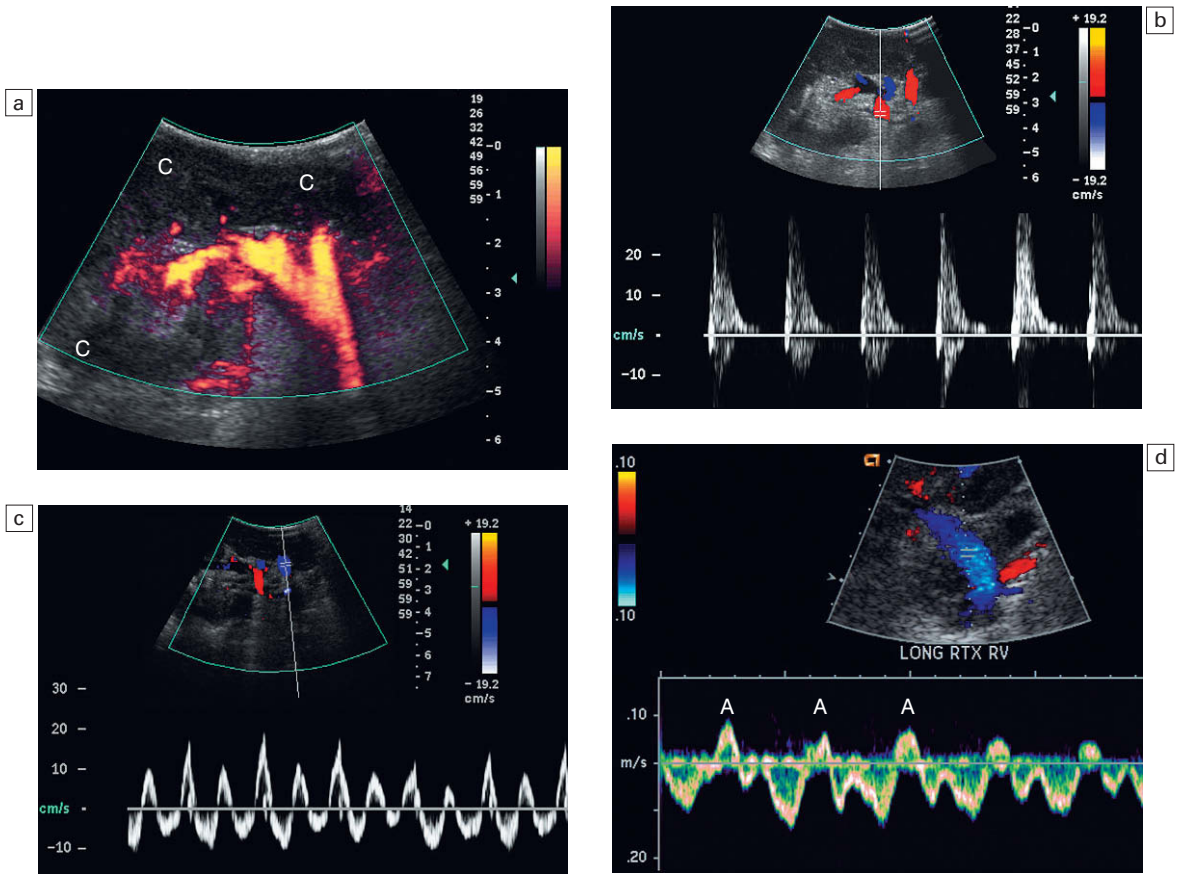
Imágenes longitudinales de Doppler energía, color y espectral en este receptor de un trasplante renal con niveles de creatinina en rápido ascenso. a) La imagen de Doppler energía muestra flujo central dentro del hilio renal, pero ausencia de flujo en la cortical (C) o medular. Se sospechó microtrombosis. b) El trazado del Doppler espectral de la arteria muestra una repentina punta en la sístole y una práctica ausencia de flujo durante la diástole. c) La forma de onda del espectro Doppler de la vena renal muestra un patrón no habitual adelante y atrás. Al sumar el área bajo el trazado por encima y por debajo de la línea base se hace evidente que el flujo anterógrado total es muy escaso. Debido a la trombosis microvascular, el flujo dentro de la vena se encuentra sencillamente estancado y moviéndose adelante y atrás en respuesta a los cambios de presión intrarrenales entre sístole y diástole y a los cambios de presión en la vena cava inferior. Compárese este trazado con el de una vena renal normal (d). El componente de flujo retrógrado conocido como la onda A (A) se produce durante la sístole auricular, pero obsérvese el componente relativamente escaso de flujo invertido en comparación con la cantidad de flujo por debajo de la línea basal que está retornando hacia el corazón.
